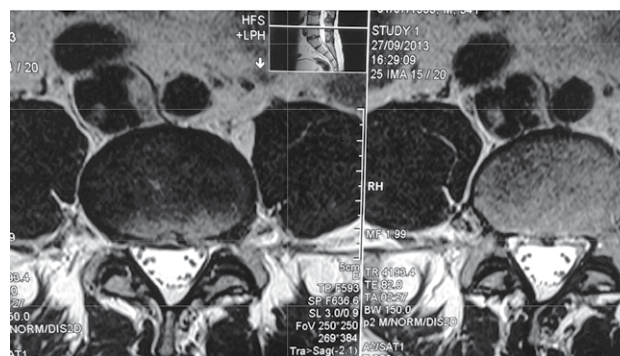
Набл. 182. МРТ. Поперечный срез на уровне тела позвонка L₅. Видны поперечные срезы расширенных вен корешков конского хвоста
